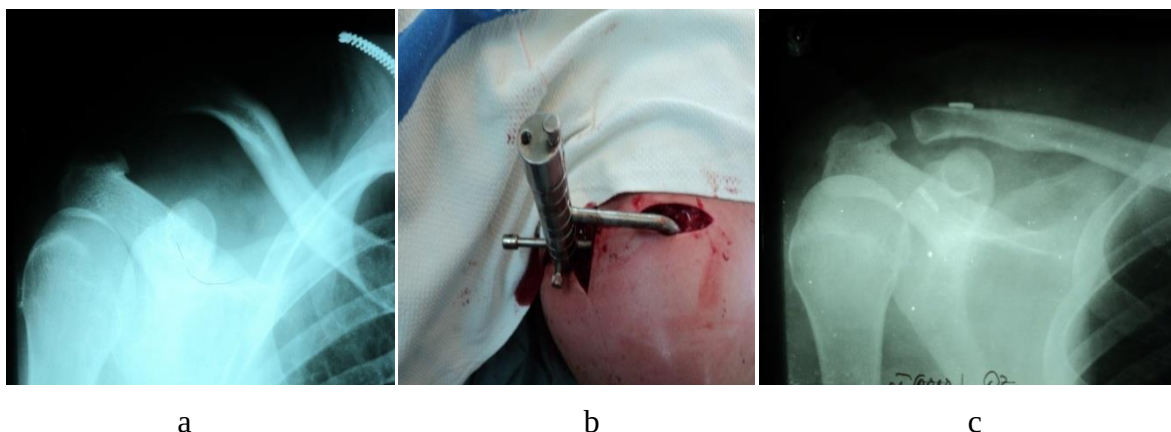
Pacientul P., a - radiografia antero-posterioară a luxației acromio-claviculare pe dreapta gradul V, b - aplicarea reductorului clavicular cu formarea tunelelor, c - radiografia postoperatorie cu fixarea cu nasturi de titan
